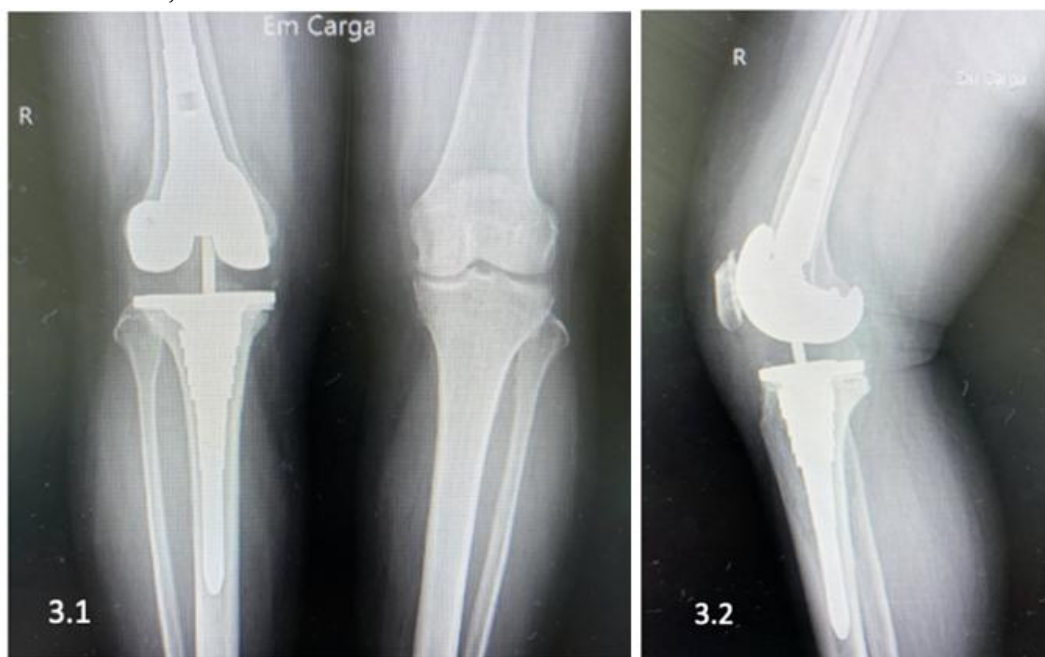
Radiografia pós-operatória do joelho da paciente 1. 3.1. Incidência anteroposterior de ambos os joelhos. 3.2. Incidência lateral de uma prótese cimentada constrita não articulada do joelho direito.
